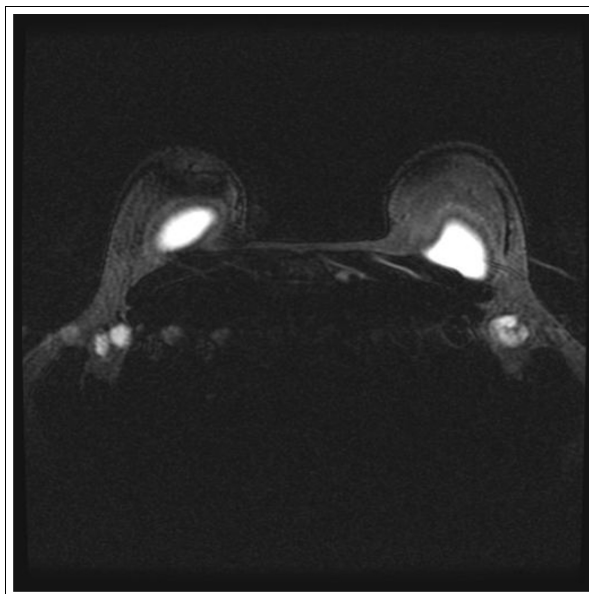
RM. Ganglios con silicona.
